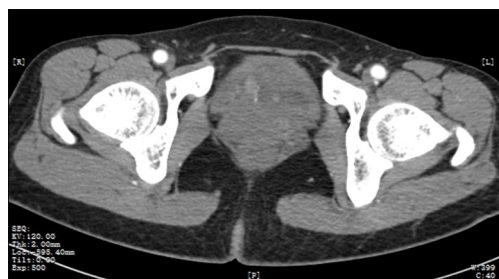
2018年10月15日增强CT检查示:膀胱后壁上多个结节灶,明显强化。
